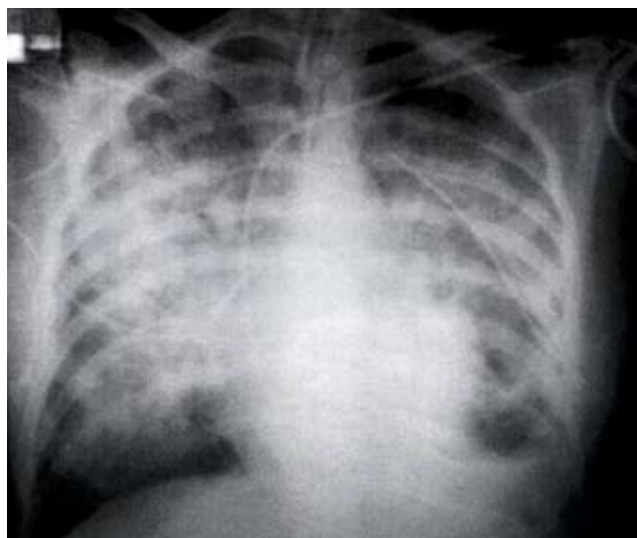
Radiografía de tórax en la que se observa infiltrado pulmonar bilateral y homogéneo.
